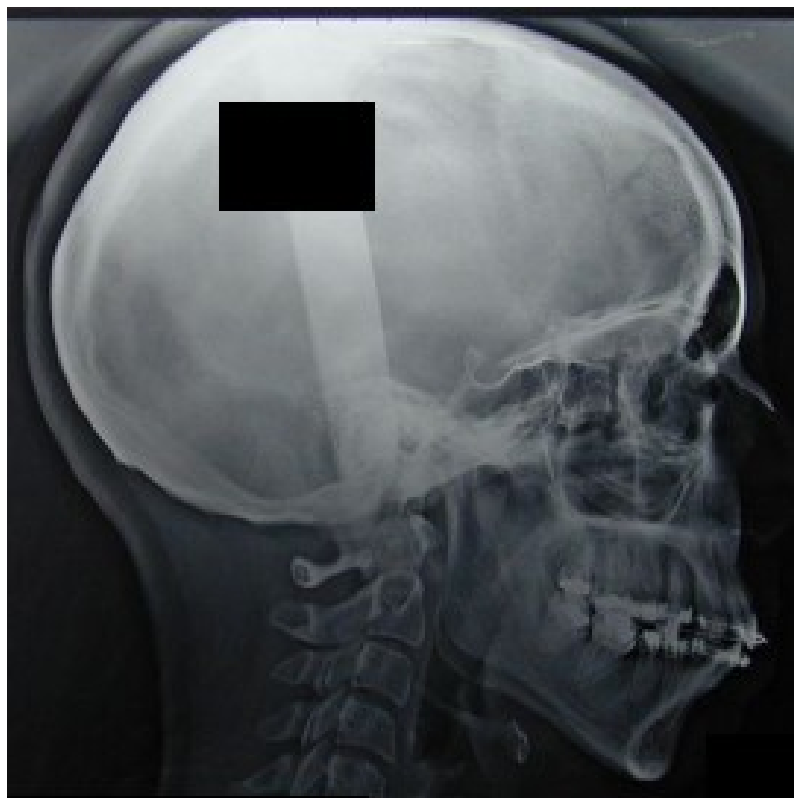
Cas n°1 - Téléradiographie de profil pré-chirurgicale [Dr E. Bocquet]
